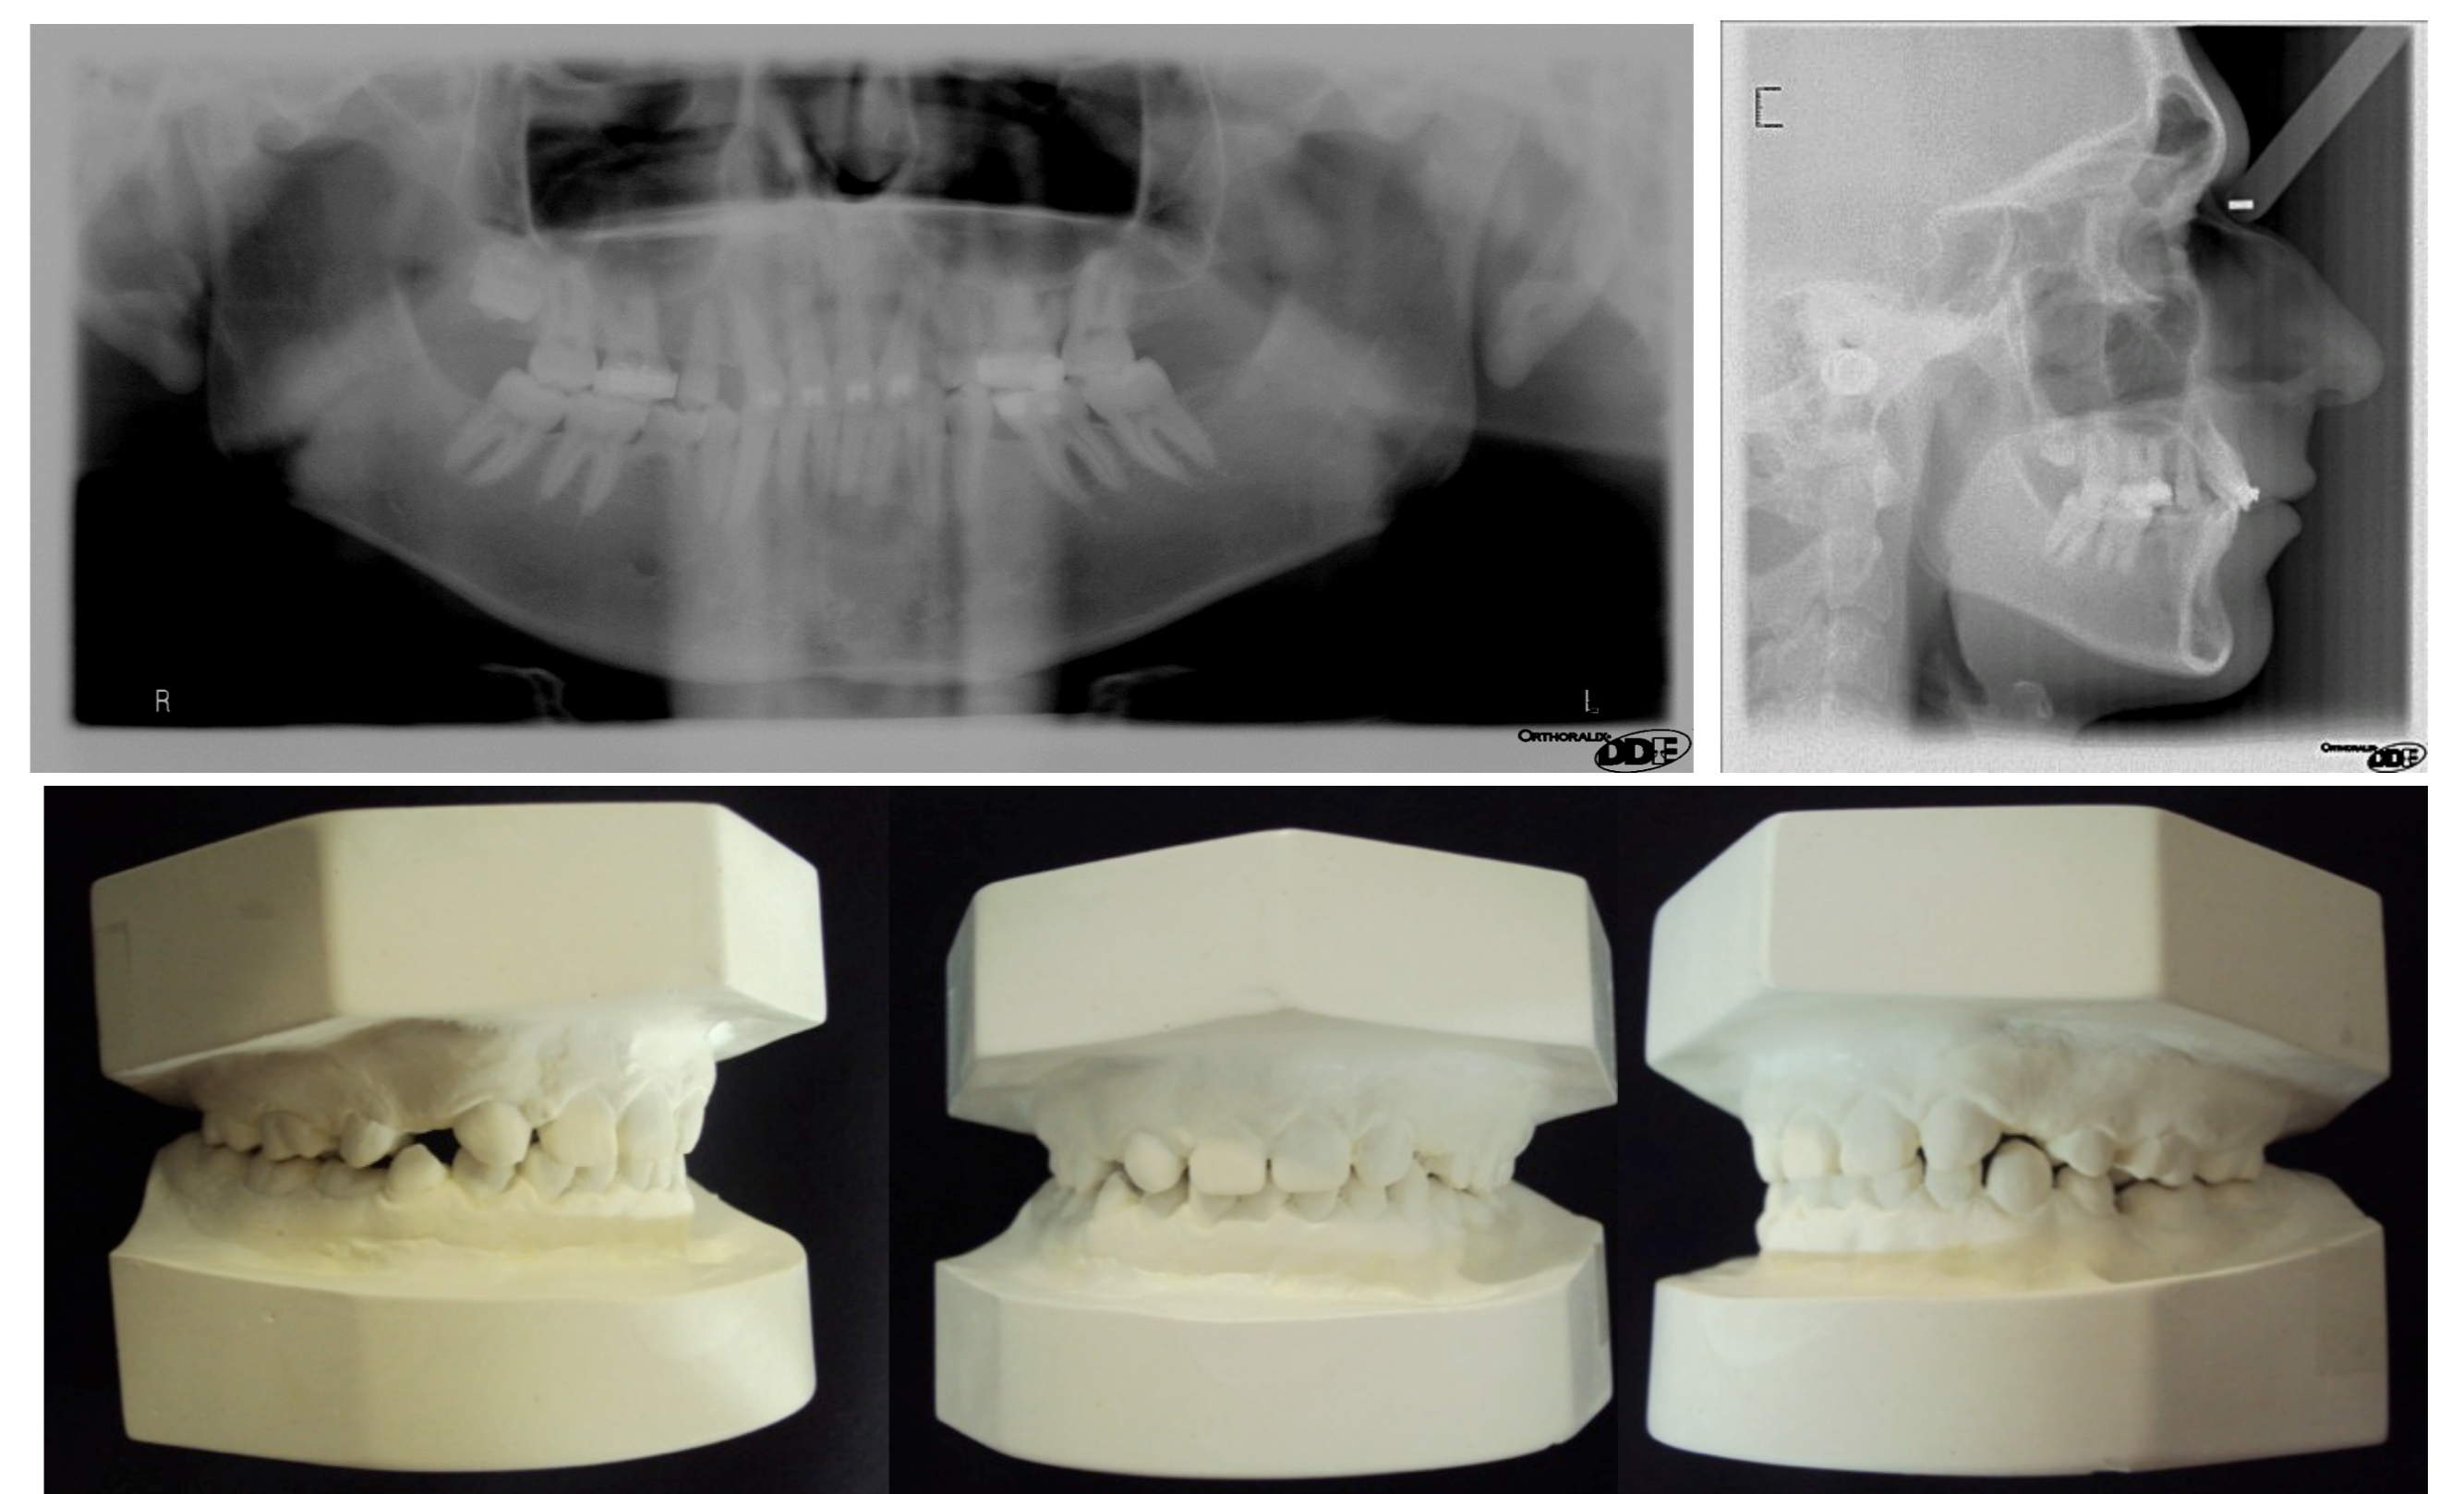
Ortopantomografia, teleradiografia de perfil direito e modelos de estudo.
